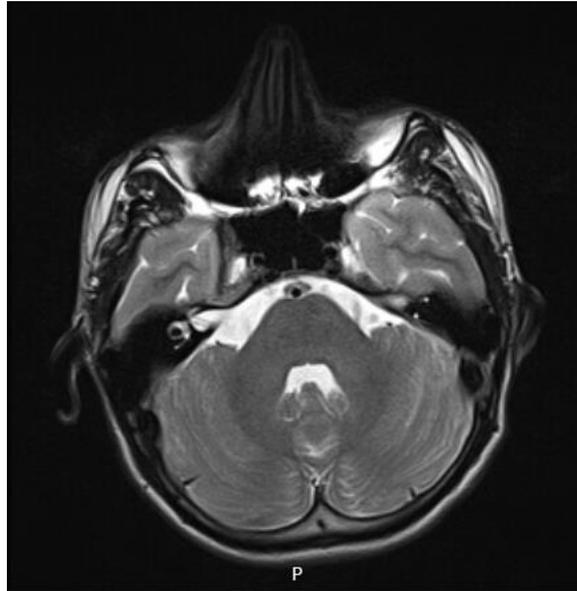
RMN do cerebelo do doente 1.
